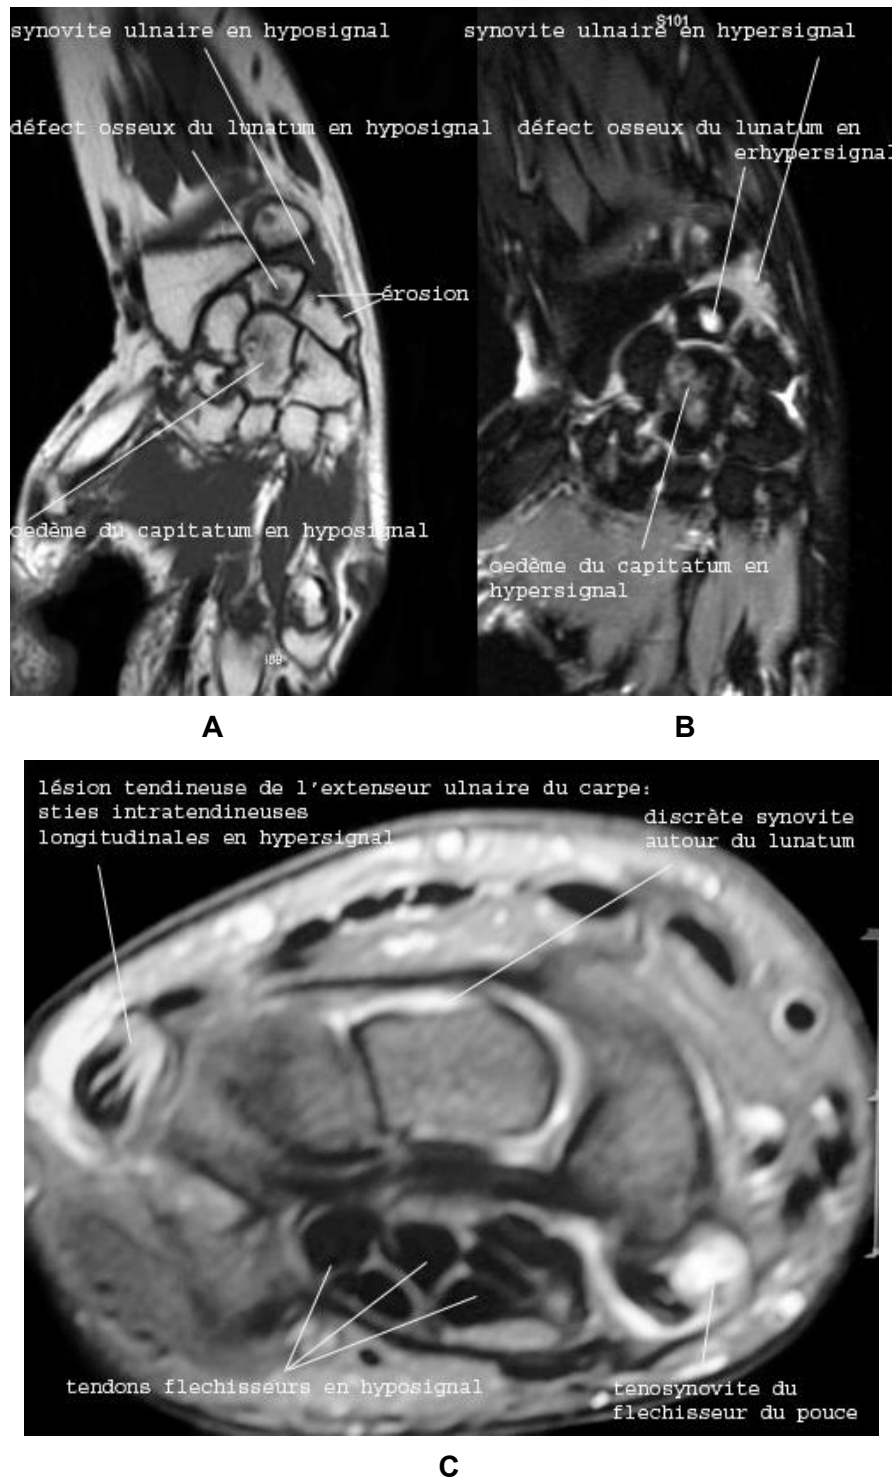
IRM main et poignet.
